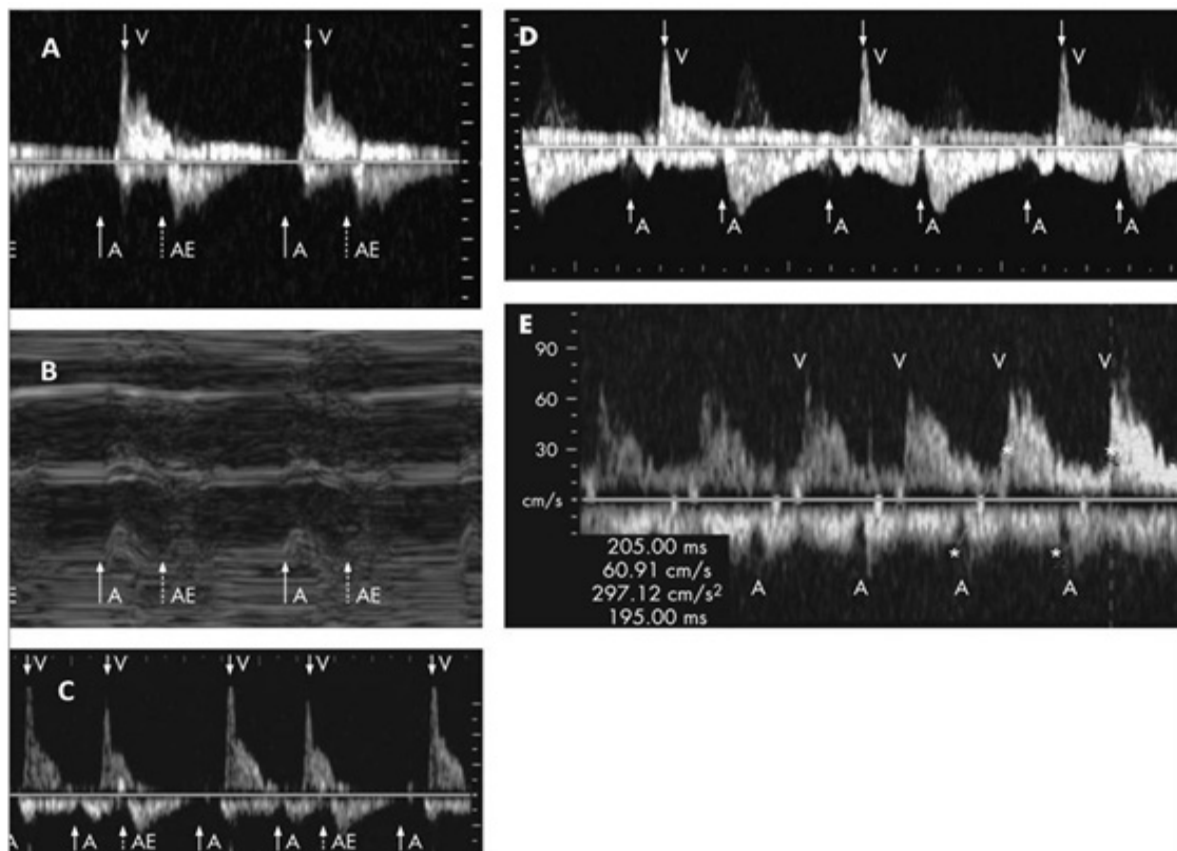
Registro Doppler de ondas pulsadas compuestas de los vasos pulmonares (A) y del modo M (B) del mismo feto con bradicardia (~80 lpm) debido al bigeminismo atrial bloqueado. OVF de vasos pulmonares de otros fetos (C-E) con trigeminismo atrial (C), bloqueo auriculoventricular (AV) 2: 1 y bloqueo AV de primer grado (E). En (C) observe un patrón regular de dos contracciones auriculares / sinusales seguidas de una frecuencia cardíaca ectópica no conducida, ~ 100-110 bpm. En (D) cualquier otra onda "A" no es seguida por una onda "V". En (E) la distancia entre asteriscos muestra el intervalo AV ~ 200 ms. A, sístole auricular; AE, ectópico auricular; V, sístole ventricular. Tomado de Carvalho y col. (5)
